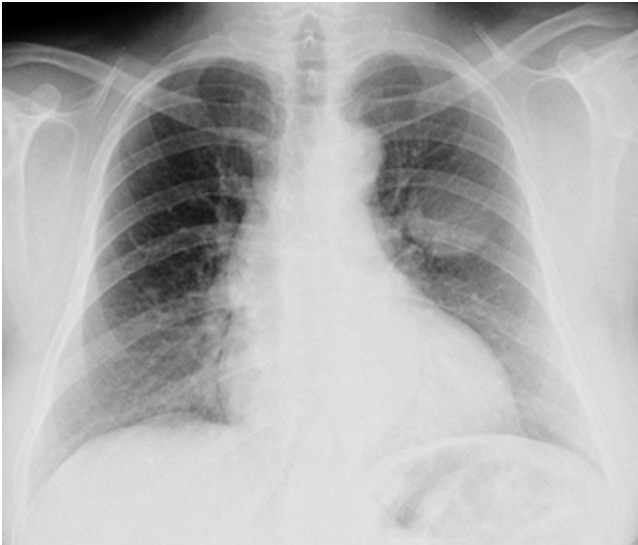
Telerradiografia do tórax (pósterio-anterior).
